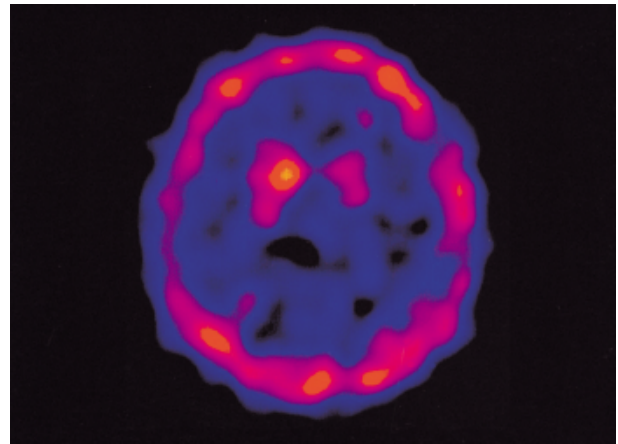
Brain perfusion SPECT showed decreased perfusion in left frontal, parietal, and temporal lobes compared with right side.
